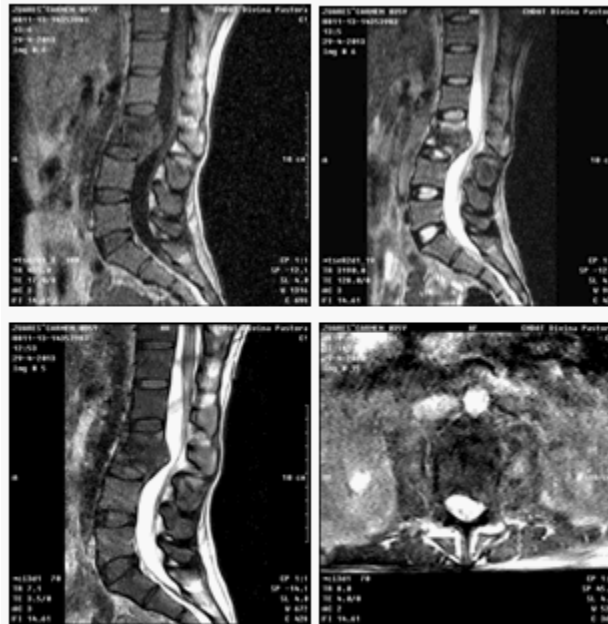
Resonancia magnética nuclear: T1 y T2, T2 CISS sagital y CISS axial (por orden de ubicación).
